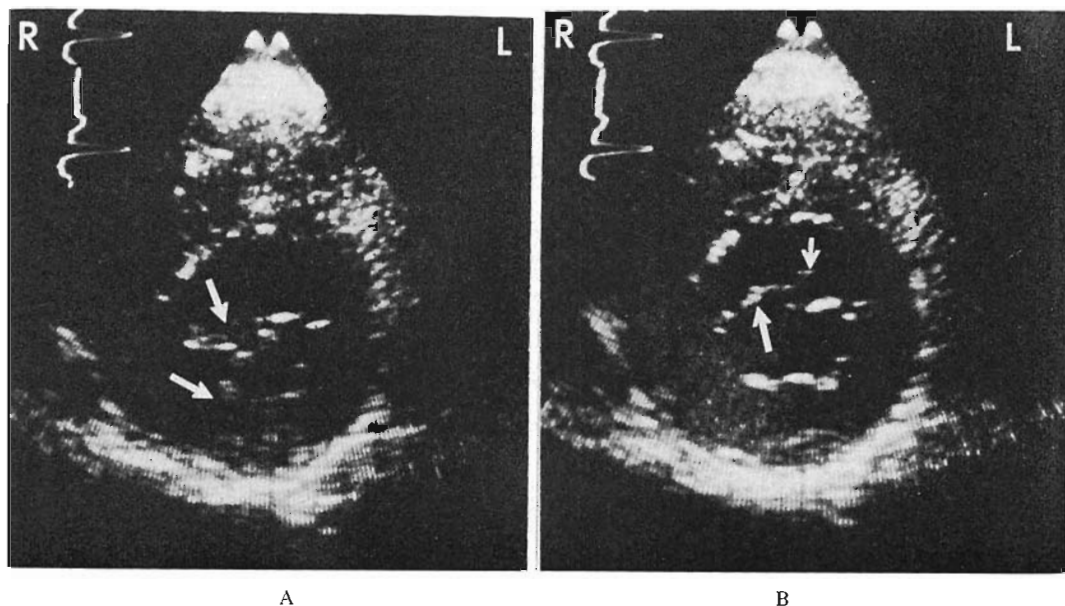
Two-dimensional echocardiogram (Patient No. 3).
